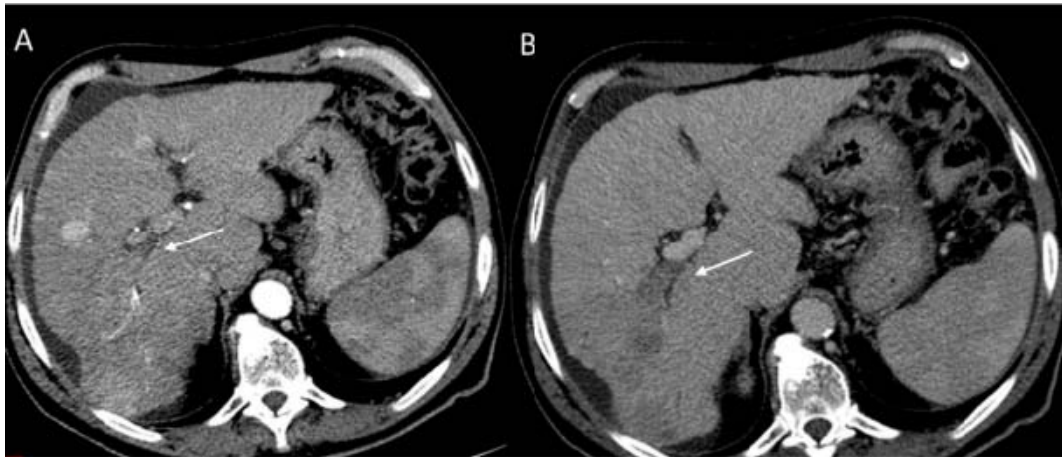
Tumeur dans une veine. TDM hépatique en coupes axiales, fenêtre parenchymateuse après injection montrant la thrombose portale pendant la phase artérielle (A) et portale (B). [70]
